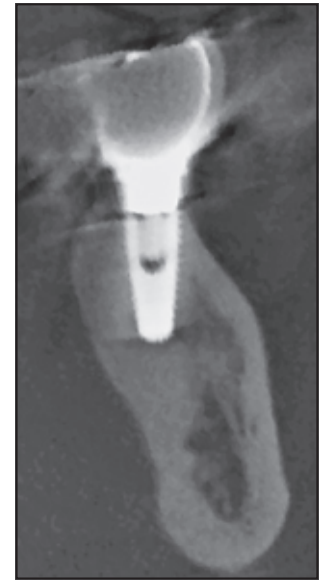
Computertomografie 4 Jahre nach der Behandlung. Die Periimplantitis wurde behoben; der periimplantäre Bereich hat sich stabilisiert.
